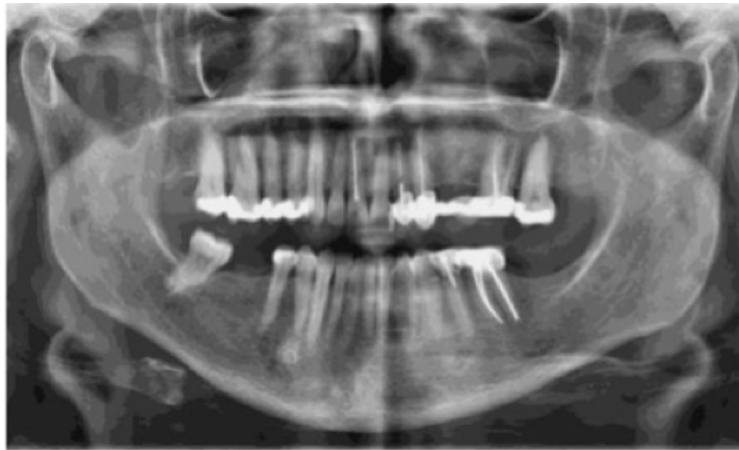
Radiografia panorâmica dentária
